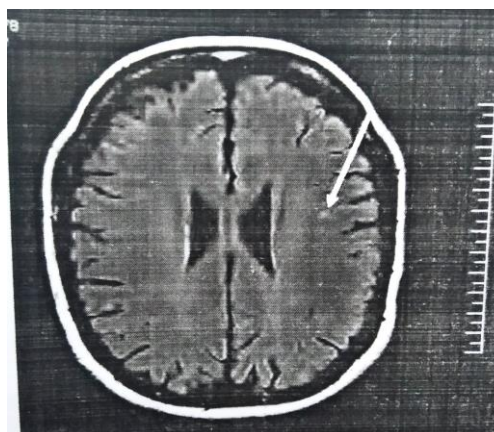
МРТ. Пациент О., 34 лет.
